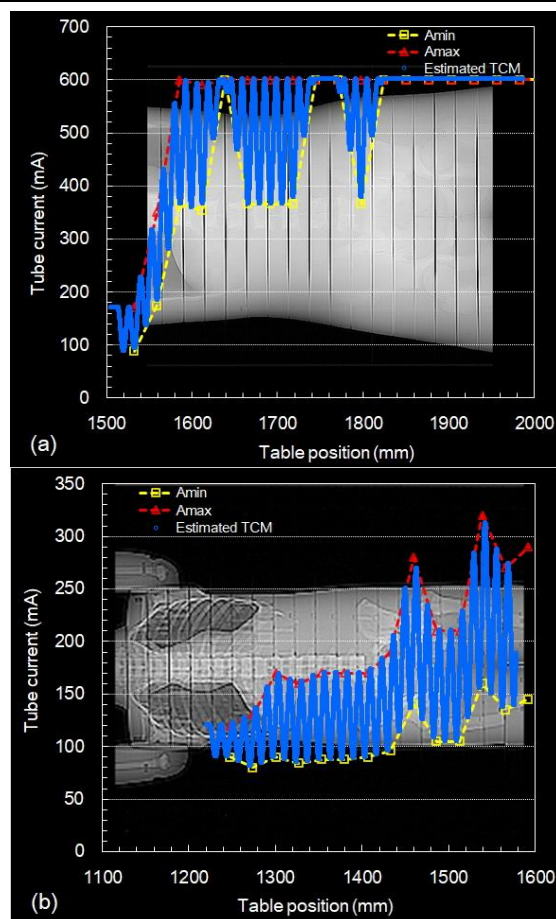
(a)成人ファントムおよび(b)5 歳小児ファントムを用いた腹部-骨盤 CT 検査時の各寝台位置における推定した管電流プロファイル
